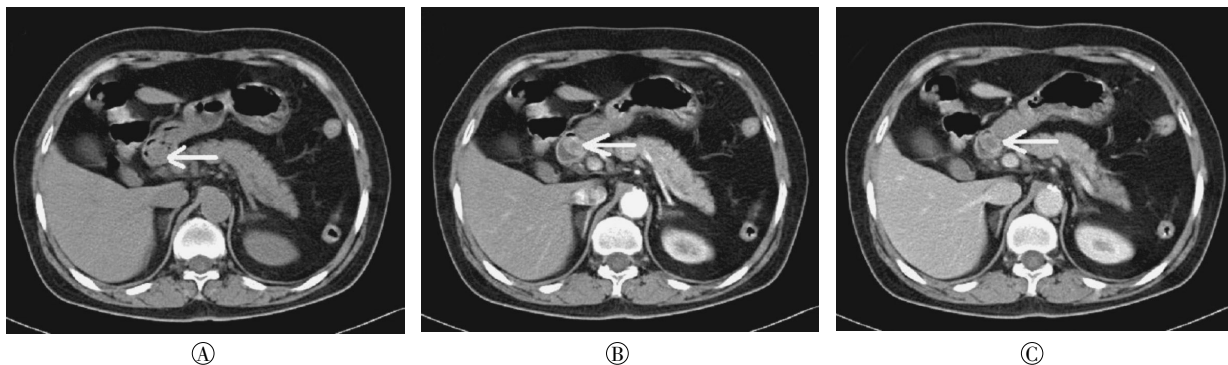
Brunner 腺腺瘤患者 CT 扫描图 患者女性, 60 岁, 十二指肠降段 Brunner 腺腺瘤 (箭头所示), 肿瘤呈肿块样突入肠腔内。图中, A: CT 平扫示密度稍不均匀; B: CT 增强扫描动脉期, 肿瘤呈中度强化, 强化程度不均匀, 以边缘强化较为明显; C: CT 增强扫描门静脉期, 肿瘤呈持续渐进性强化, 密度仍不均匀。
